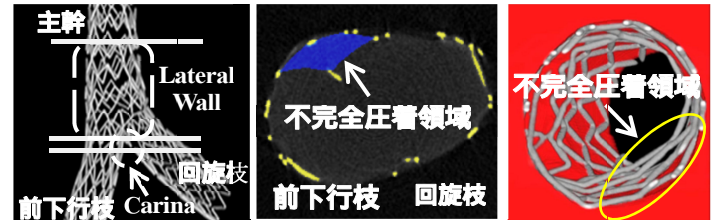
マイクロCTを用いたステントの血管壁への不完全圧着評価
